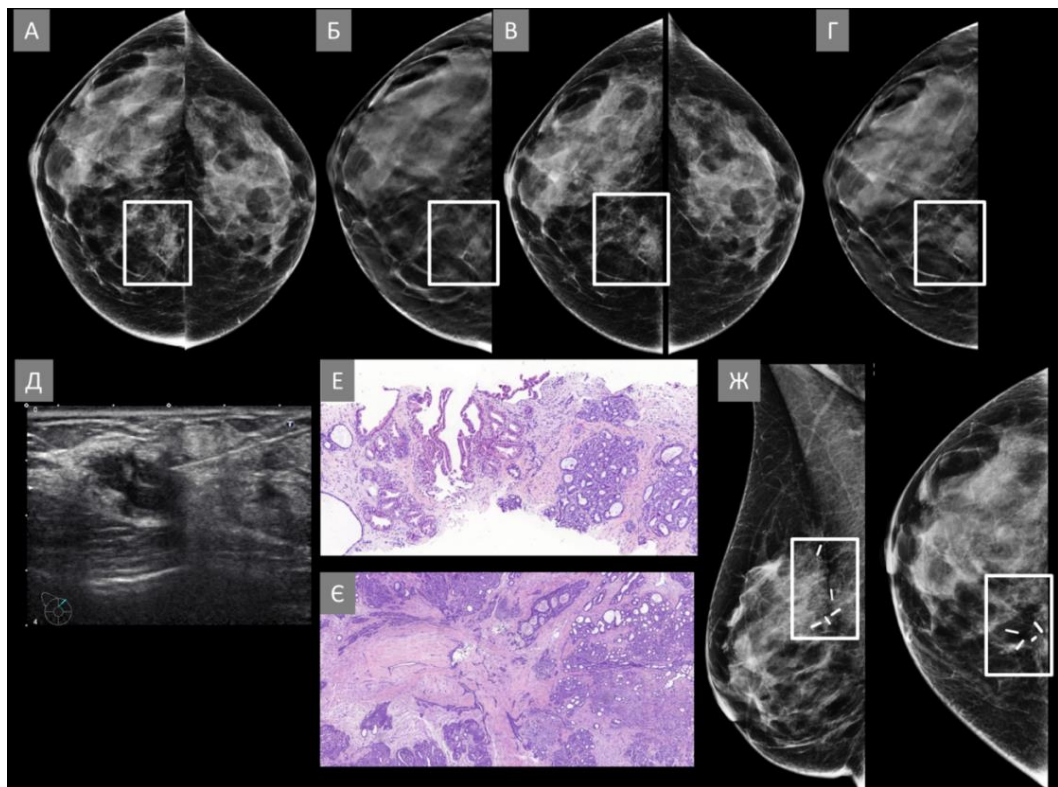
Пацієнтка id:219929. Доброякісна асиметрія, що розвивається. (А) Білатеральна стандартна цифрова рентгенівська мамографія у прямих краніокаудальних проекціях (СС), асиметрія візуалізується на рівні медіальних квадрантів у правій грудній залозі (білий прямокутник). (Б) Показовий томосинтезований скан у правій прямій краніокаудальній проекції (RCC), на якому в зоні інтересу (білий прямокутник), асиметрична ділянка, впевнено не втрачає свою рентгенологічно щільність. При прицільному ультразвуковому дослідженні патологічних змін у верхньомедіальному квадранті не виявлено. (В) Контрольна білатеральна стандартна цифрова рентгенівська мамографія у
